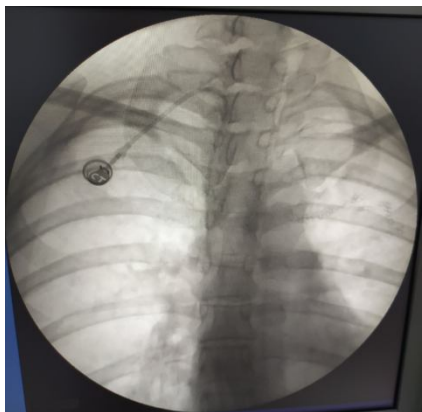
Контрольная рентгенограмма пациента с имплантированной венозной порт-системой яремным доступом
